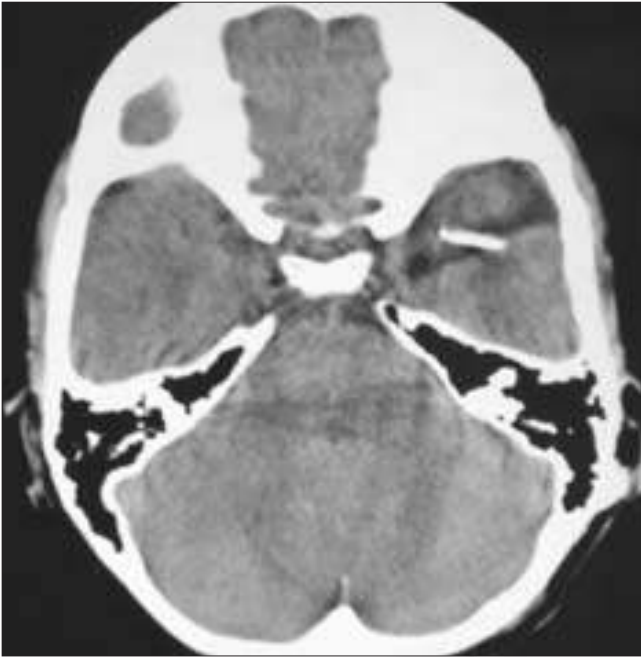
TAC de control tras la colocación de derivación cistoperitoneal en el paciente de la figura 3.
